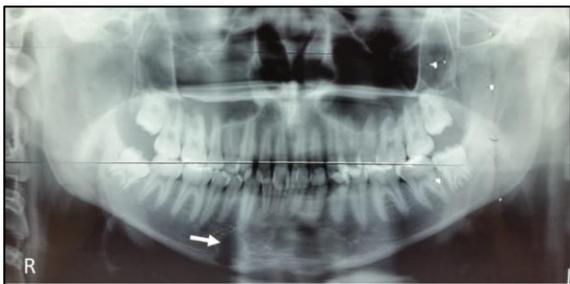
Radiografia panorâmica inicial evidenciando lesão osteolítica (vide seta), unilocular em região anterior do corpo da mandíbula com formato arredondado e margens bem delimitadas por uma linha radiopaca.
